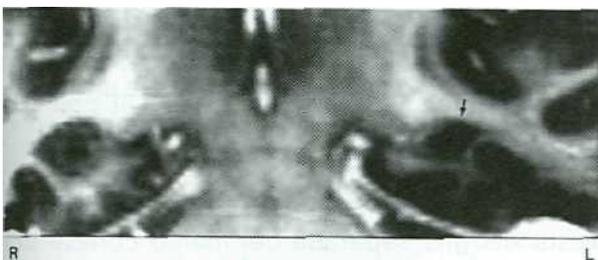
Patología dual. 4a. Imagen coronal de imagen de resonancia que muestra atrofia, pérdida de la estructura interna del hipocampo e hipointensidad marcada del hipocampo izquierdo.
